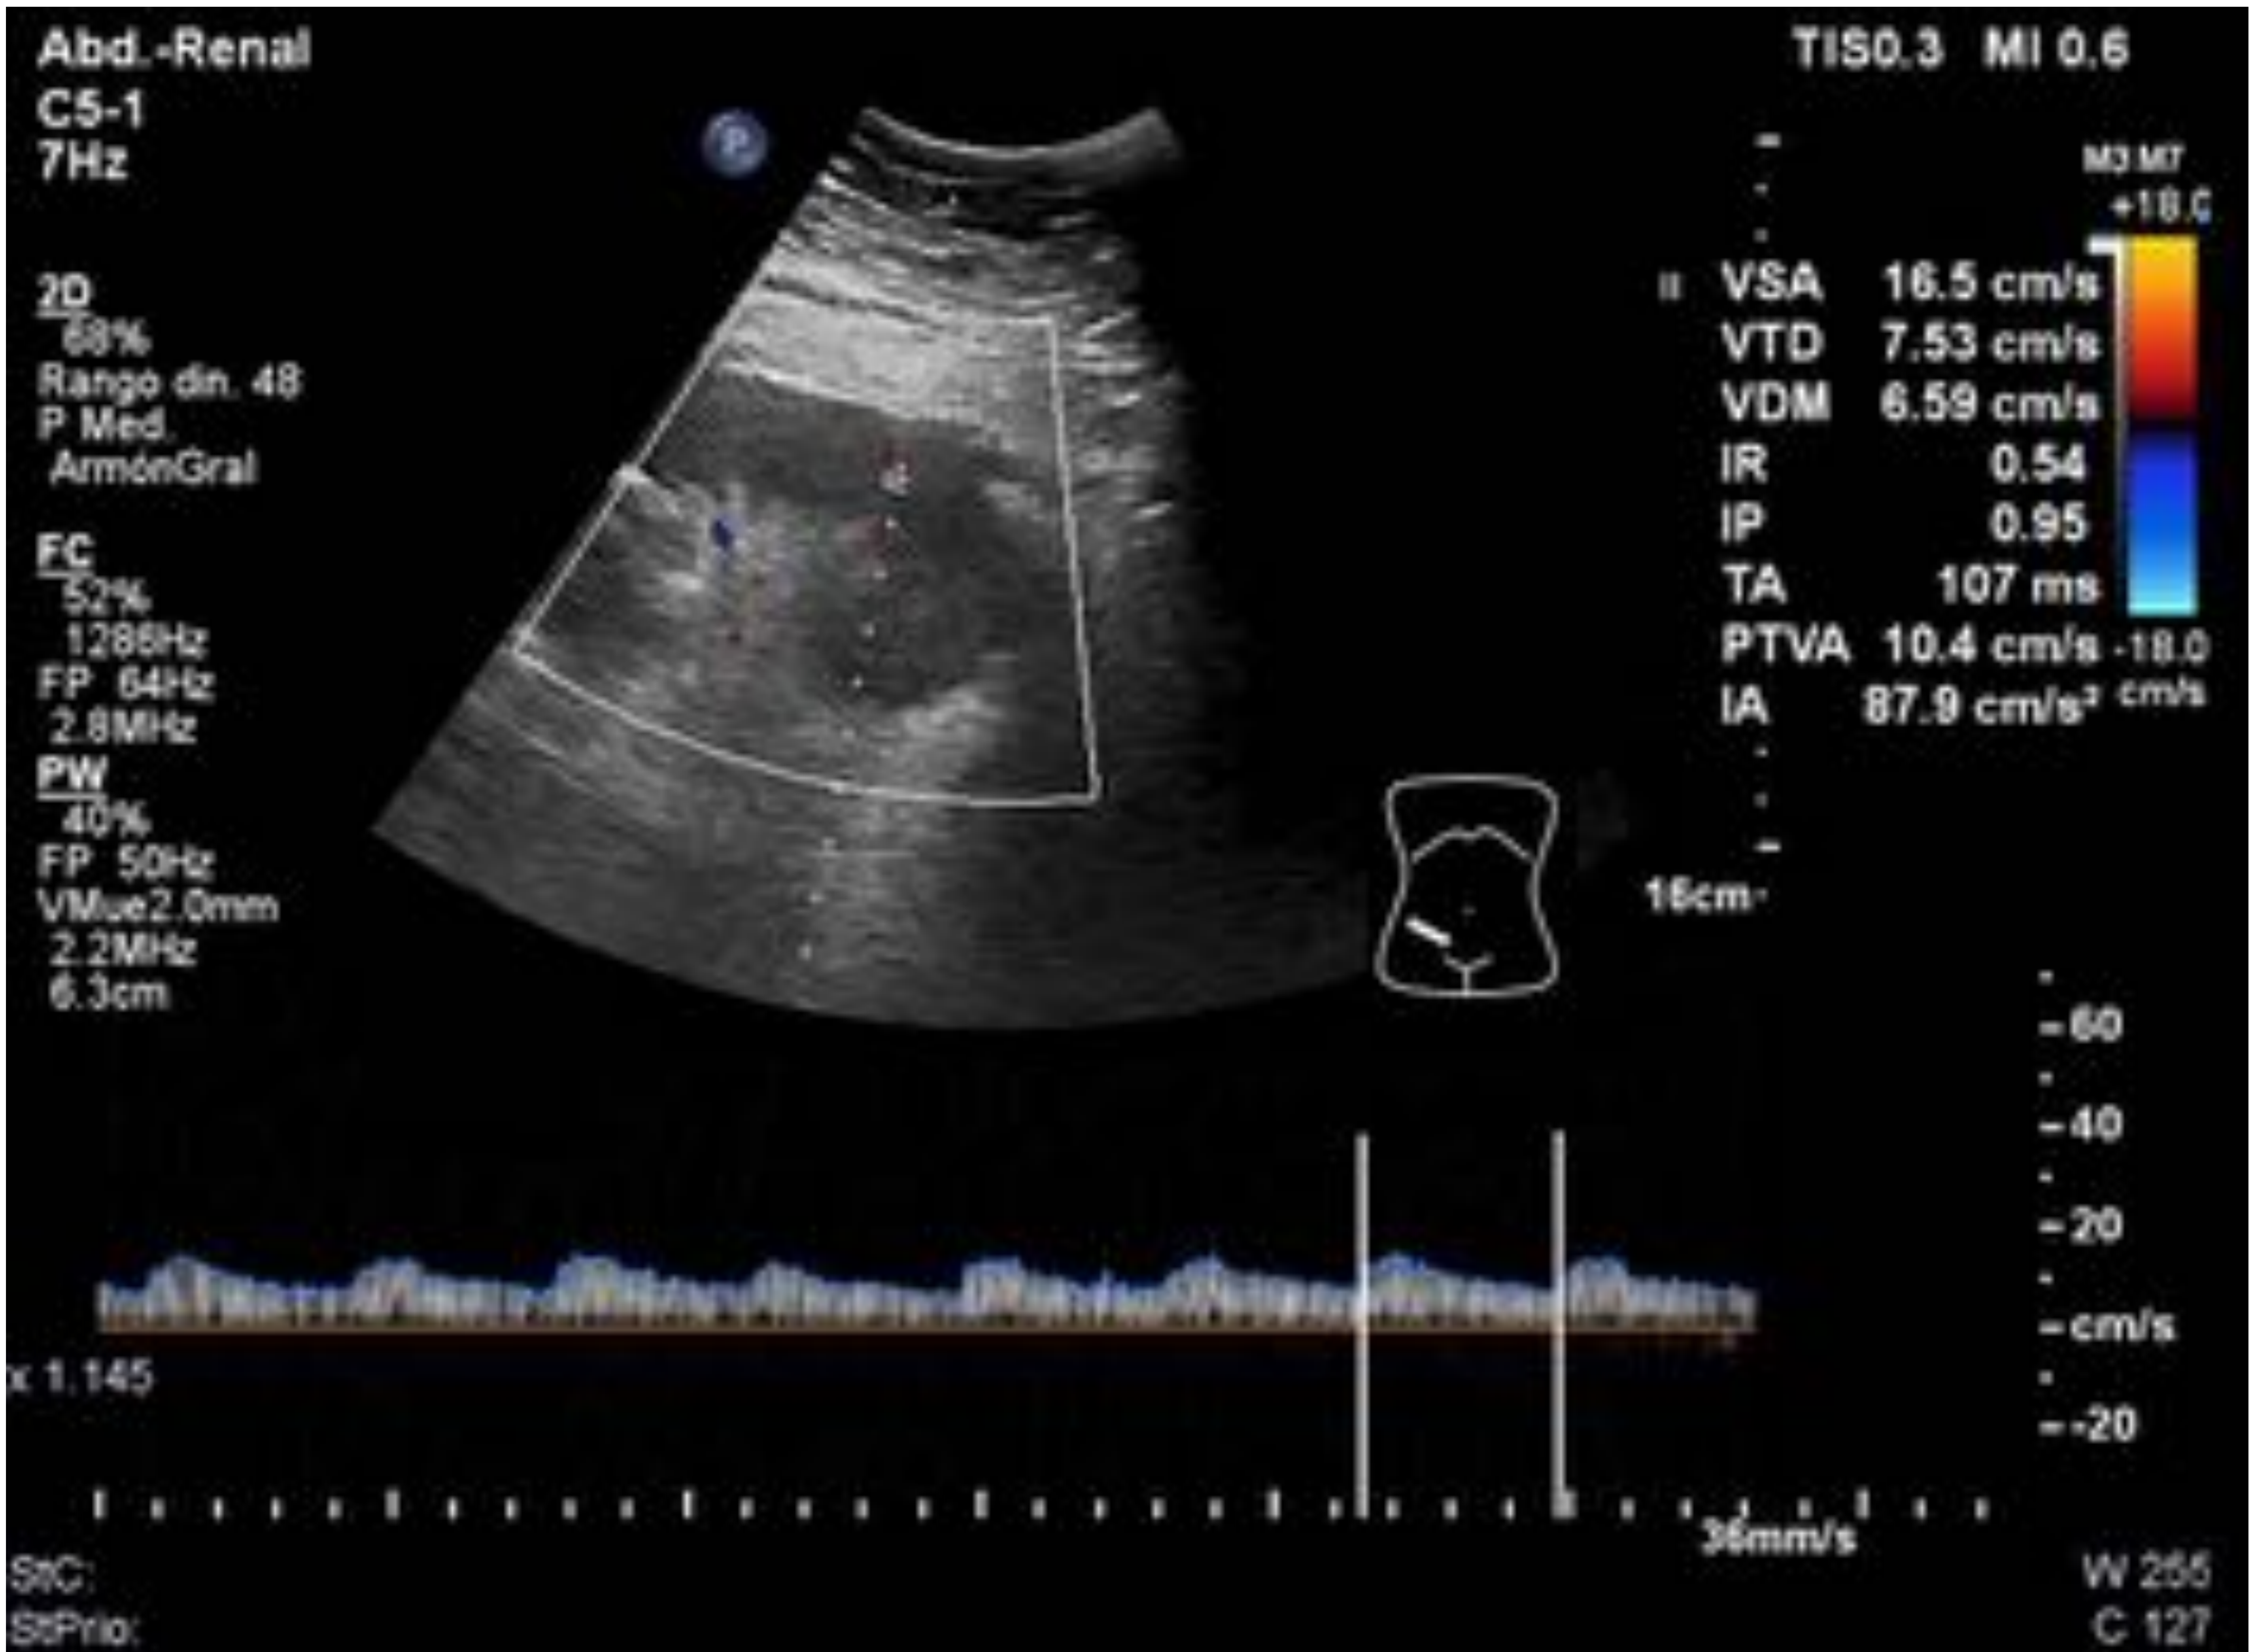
Corte transversal en fosa ilíaca derecha en decúbito supino. Doppler color y pulsado de arteria Interlobar. Parámetros indirectos sugestivos de estenosis de arteria renal en paciente trasplantado renal.
